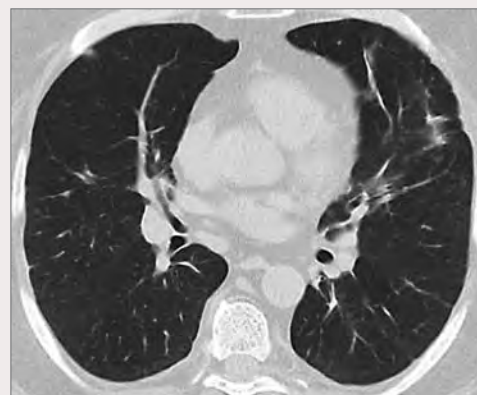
МСКТ легких больного Б. через 3 мес кортикостероидной терапии
